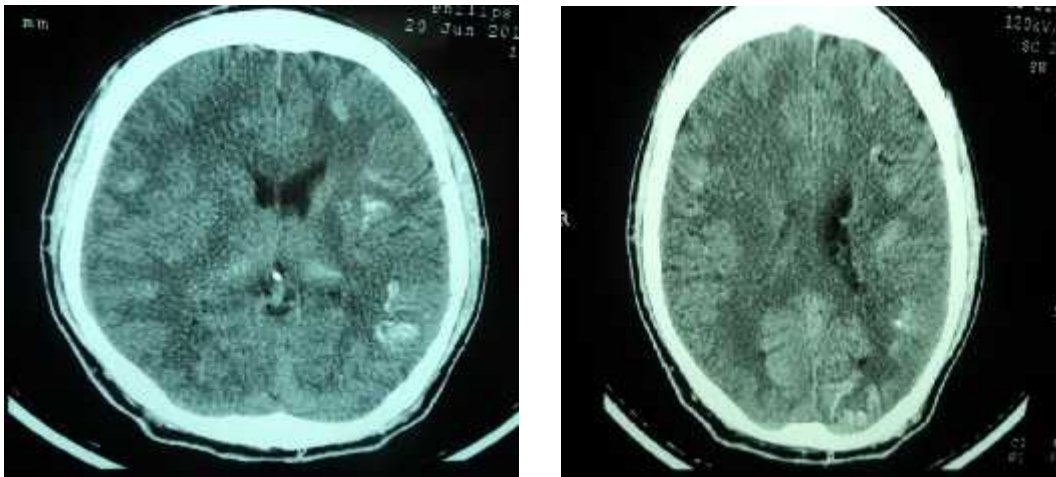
Brain CT Scan performed on June 17th 2012 revealed subarachnoid hemorrhage in intersulci particularly on the left fissure sylvian.
